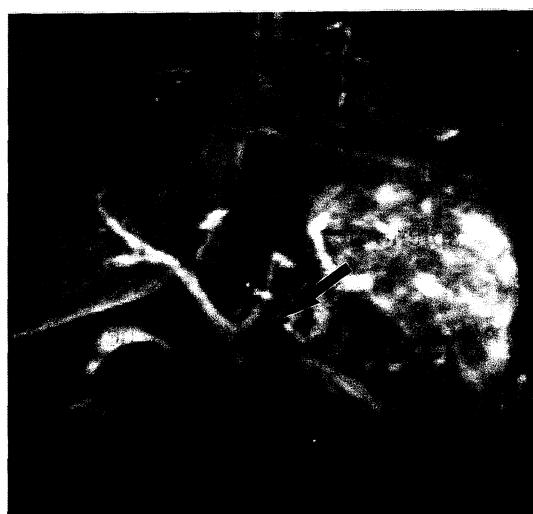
Abdominal magnetic resonance angiography (MRA). The abdominal MRA shows the obstruction of splenic vein (arrow).
